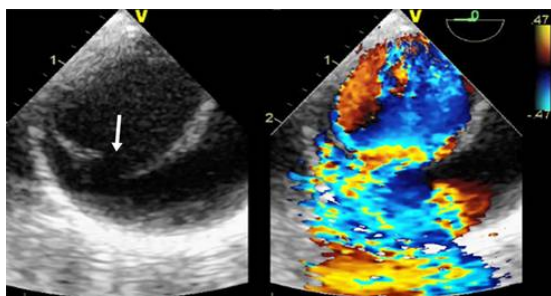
dissection de l'aorte à l'échocardiographie transoesophagienne
